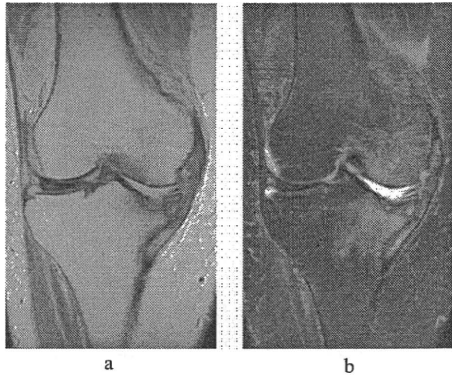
MRI像 a T1強調像 b 脂肪抑制T2強調像
